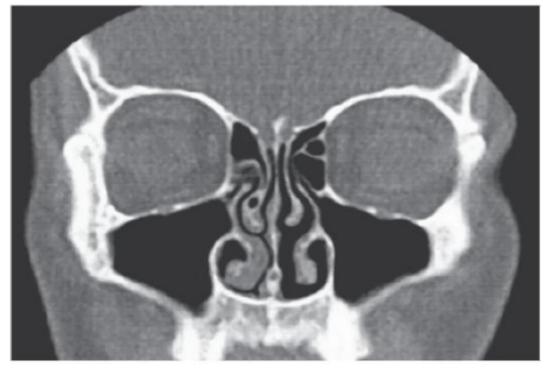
Носовой цикл на компьютерной томограмме околоносовых пазух
